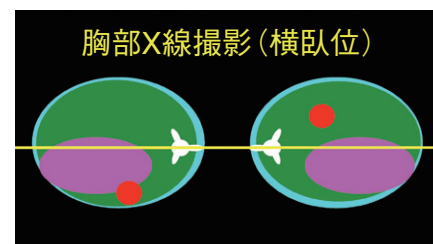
横臥位でのX線撮影では、下の肺は含気量が少ないために腫瘍が存在しても腫瘍陰影と空気陰影とのコントラストの差が低いために見逃されることが多い。胸部X線検査の横臥位撮影は左下ならびに右下と、背腹像または腹背像の3方向撮影する必要がある。
